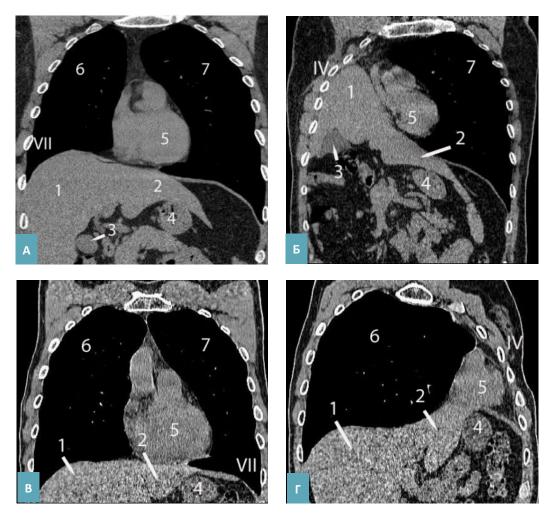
Фронтальные томограммы пациентов через 12 мес. до и после пневмонэктомии справа (А, Б) и слева (В, Г). 1 — правая доля печени, 2 — левая доля печени, 3 — дно желчного пузыря, 4 — желудок, 5 — правый желудочек, 6 — правое легкое, 7 — левое легкое.
